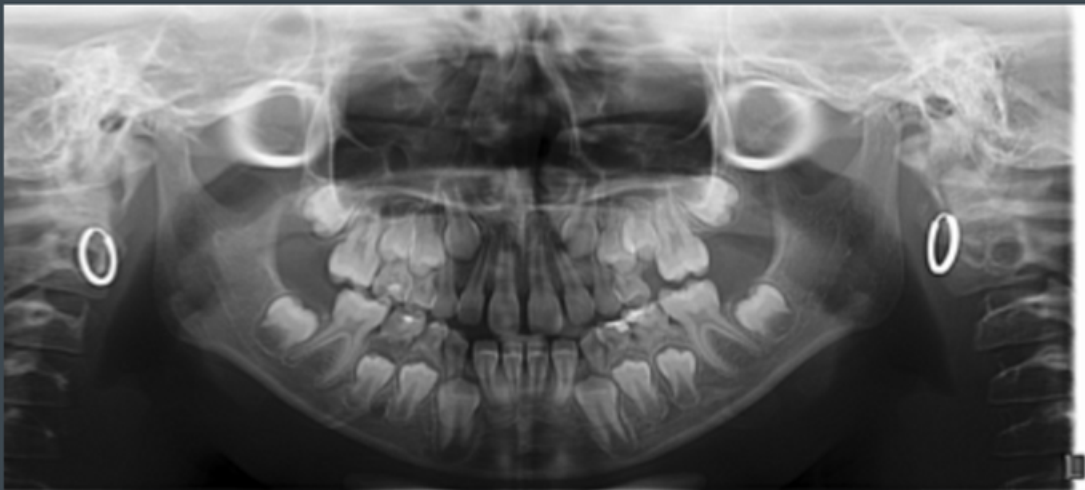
Radiografia panorâmica de paciente impossibilitado de remover os brincos. Observe as imagens mais ampliadas circulares deslocadas mais superiormente que correspondem à imagem fantasma dos objetos metálicos.
